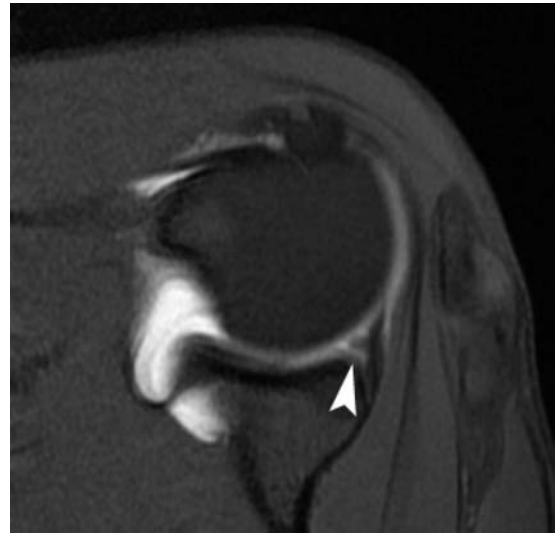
SE-T1-weighted MR arthroscopic image with fat signal suppression evidencing tearing of the superior glenoid rim (arrow head).
